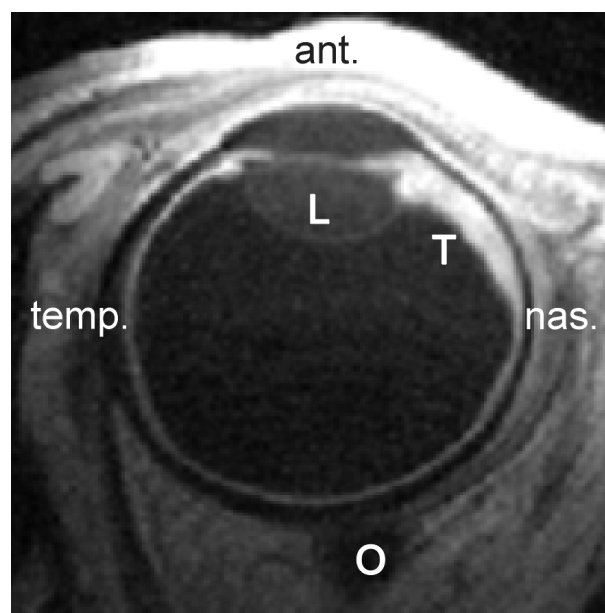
Ziliarkörperinfiltration eines Aderhautmelanoms anterior des Bulbusäquators, MRT-Schicht T1-gewichtet nach Kontrastmittelgabe (T=Melanom mit Ziliarkörperinfiltration, L=Linse, O=Nervus opticus)
